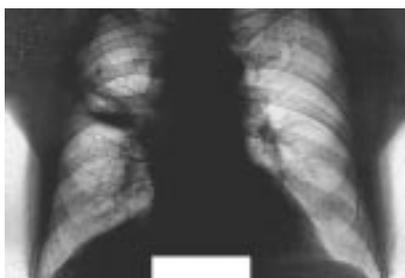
Катетер с рентгеноконтрастной меткой на конце, введенный через бронхофиброскоп в полость абсцесса легкого.
